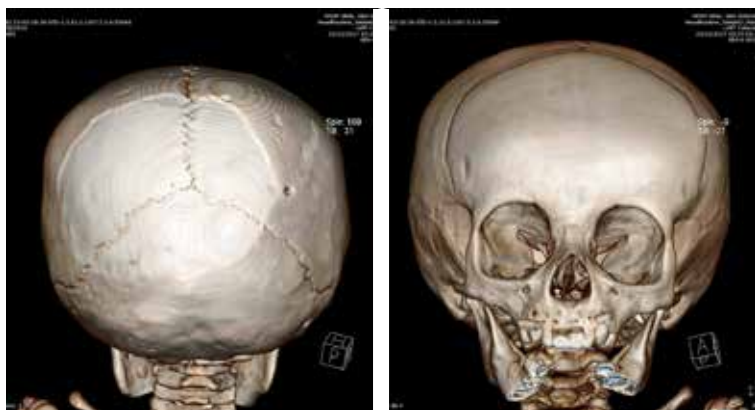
Tomografía del cráneo sin datos de fractura.
